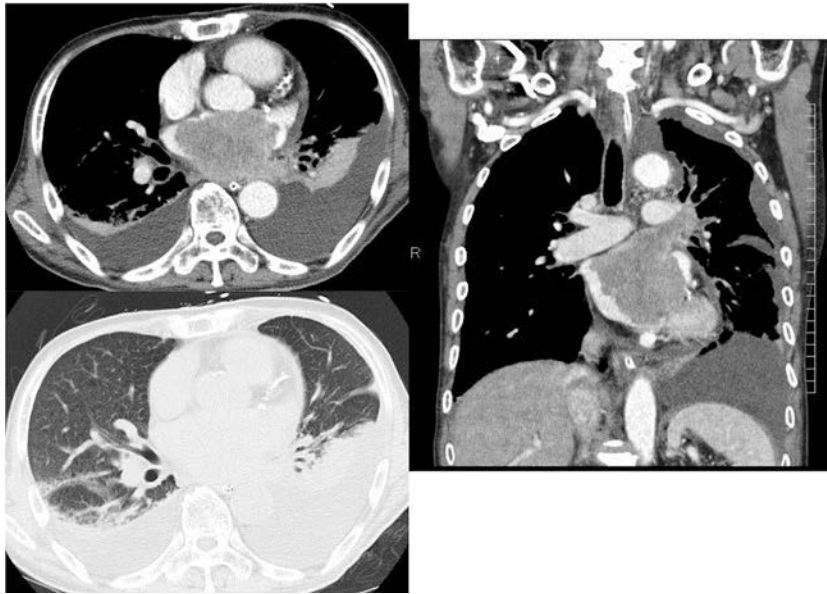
Contrast-enhanced computed tomography of the chest showing the tumor extent from the left pulmonary vein to the left atrium, and bilateral pleural effusions.
